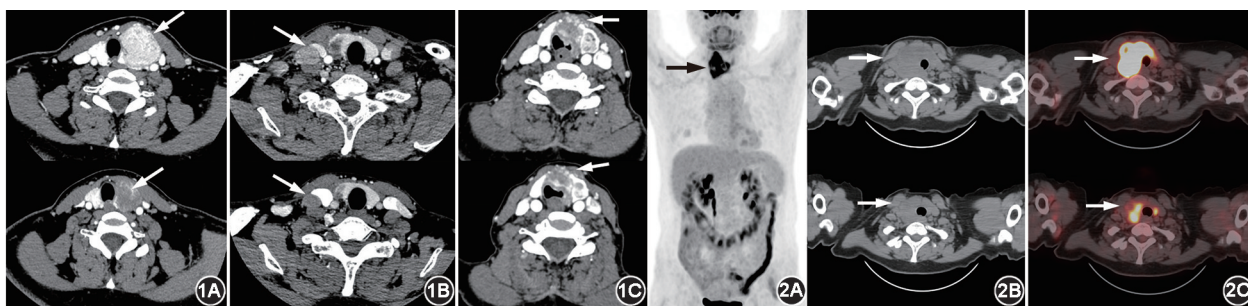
甲状腺乳头状癌(PTC)患者新辅助治疗前后典型 CT 对比图(上图治疗前,下图治疗)。1A.患者(女,35 岁)治疗 2 个周期后左侧靶病灶较治疗前缩小 31.7%(箭头示病灶);1B.患者(男,55 岁)治疗 2 个周期后右颈部淋巴结较治疗前缩小 33.3%,对右侧颈内静脉的粘连压迫减少(箭头示病灶);1C.患者(女,70 岁)治疗 3 个周期后左叶与峡部病灶对气管腔内侵犯降低(箭头示病灶) 图 2 甲状腺未分化癌患者(男,53 岁)新辅助治疗前后 ^{18}F -FDG PET/CT 显像对比图(箭头示病灶)。2A.全身密度投影图像示甲状腺双叶原发灶,以右侧叶为著;2B. CT 图像示治疗 4 个周期后(下图)靶病灶较治疗前(上图)缩小 36.4%;2C. PET/CT 融合显像图像示治疗 4 个周期后(下图)靶病灶 SUV_{max} 较治疗前(上图)明显降低
